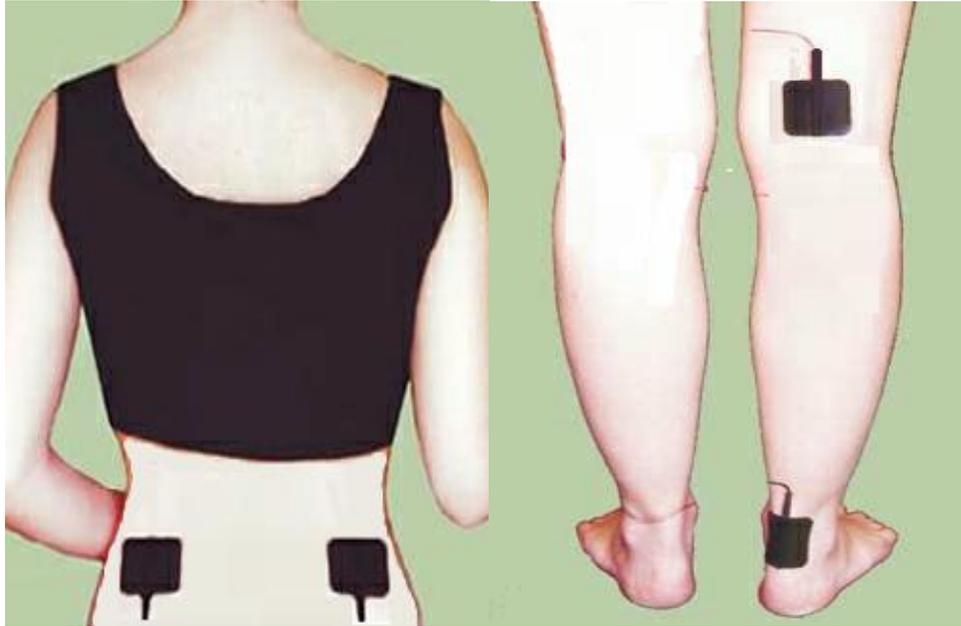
Aplicación de TENS y Ultrasonido Terapéutico en Lumbociática.
